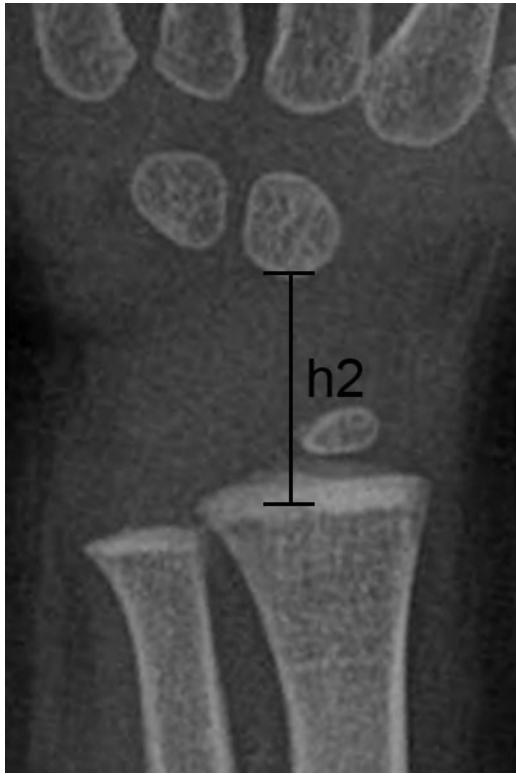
Handgelenksröntgen (a.p.) von 2-jährigen, 5- jährigen, 9- jährigen und 14- jährigen Kindern. (h2) Abstand *Os capitatum* zur Epiphysenfuge, repräsentiert die Epiphysenhöhe.
